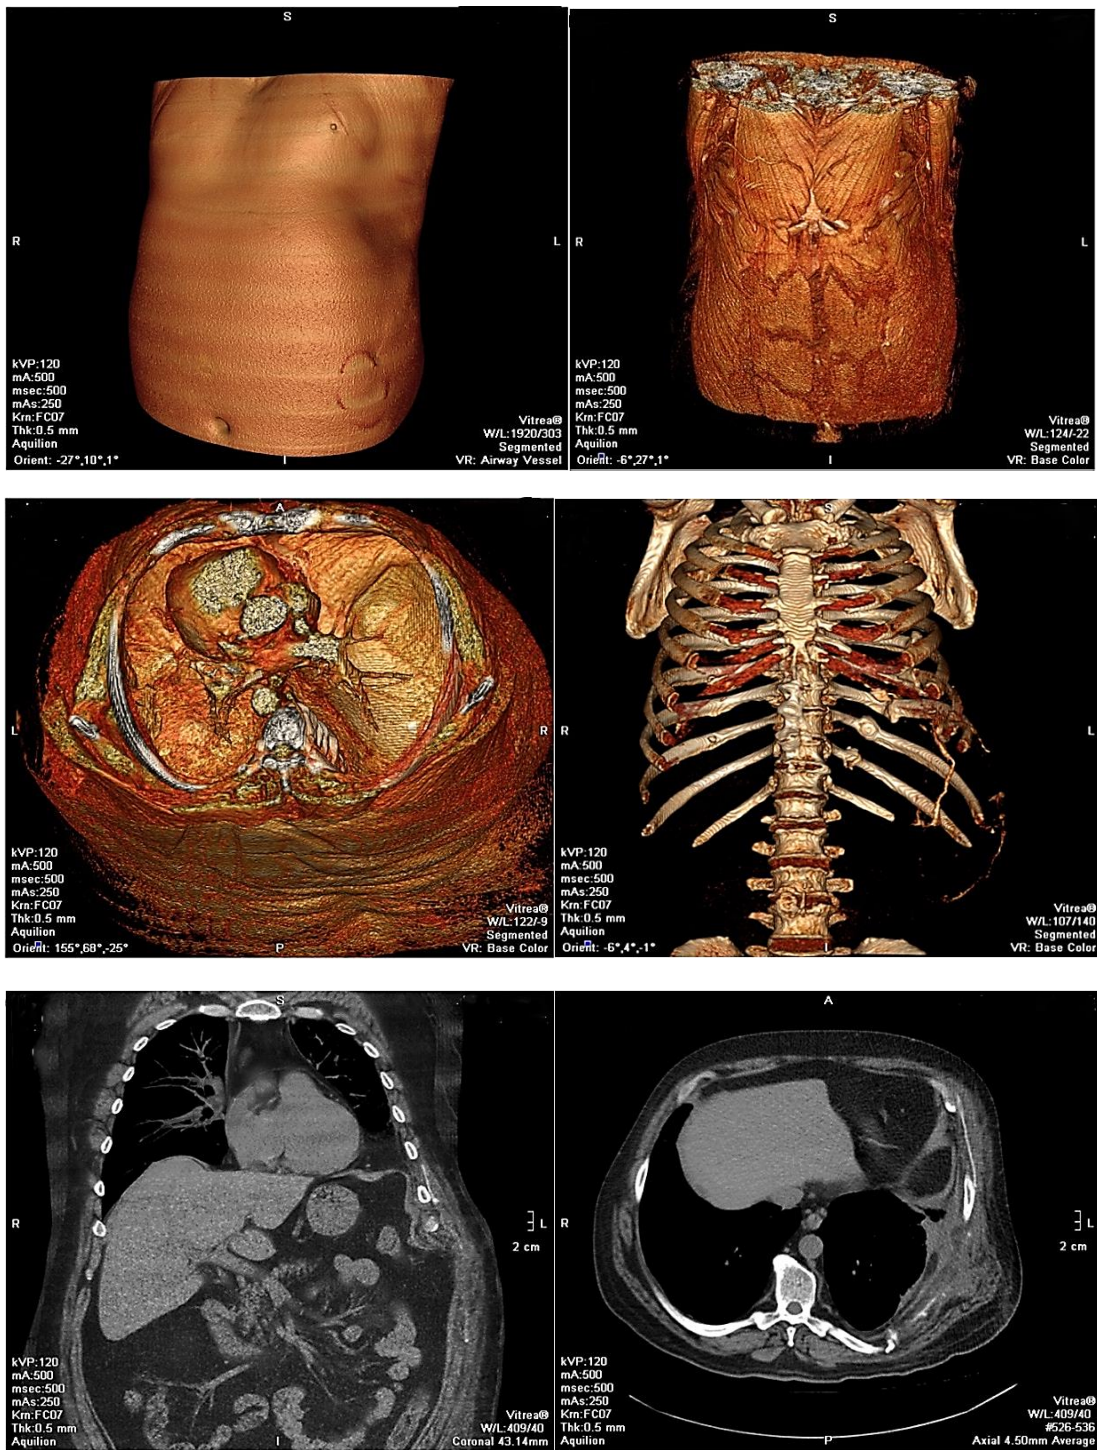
КТ-реконструкция после устранения посттравматической диафрагмально-межреберной грыжи. В проекции ранее определяемого дефекта грудной стенки визуализируется рентгеноконтрастная тень имплантата
